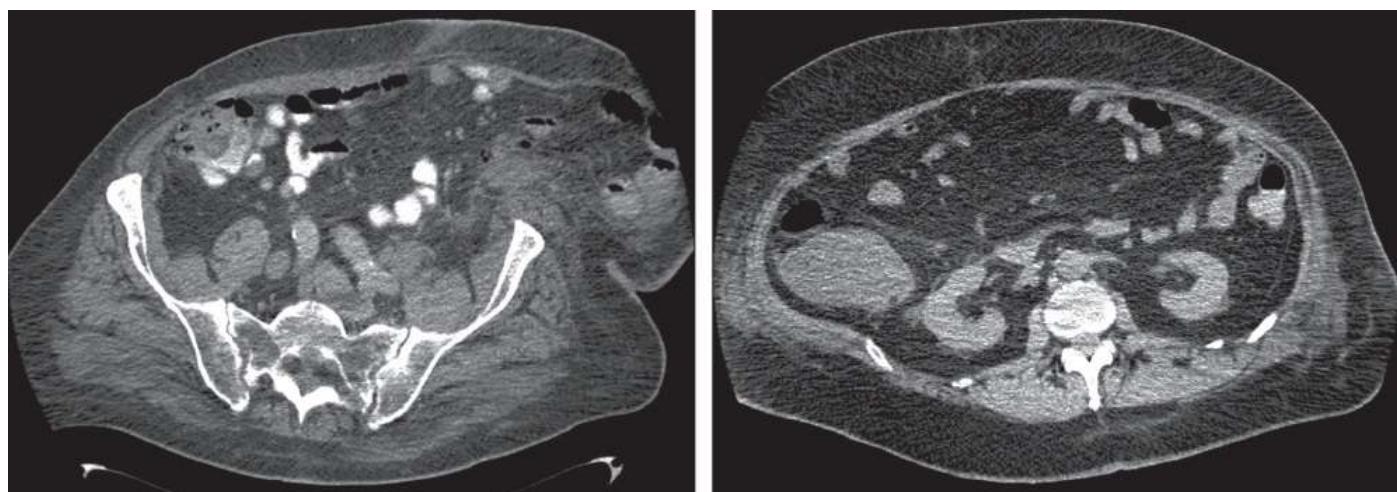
Imagens axiais de tomografias computadorizadas de pacientes obesos cujas circunferências abdominais ultrapassam a largura do campo de visão do pórtico, gerando artefatos de endurecimento do feixe de raios X.
